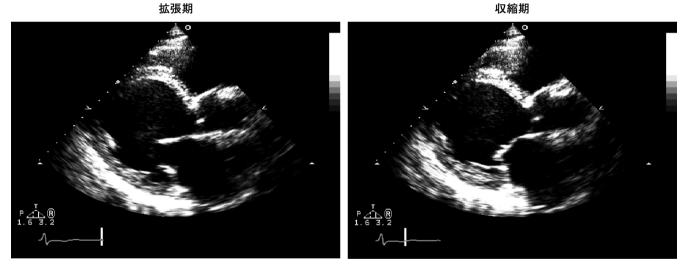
心エコー (左室長軸断層像). 中等度の左室拡大と心機能の低下および軽度の左房の拡大が認められる.
